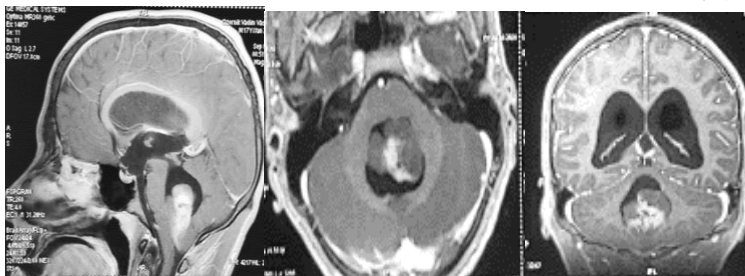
RMN cerebrală cu substanță de contrast, preoperatoriu
